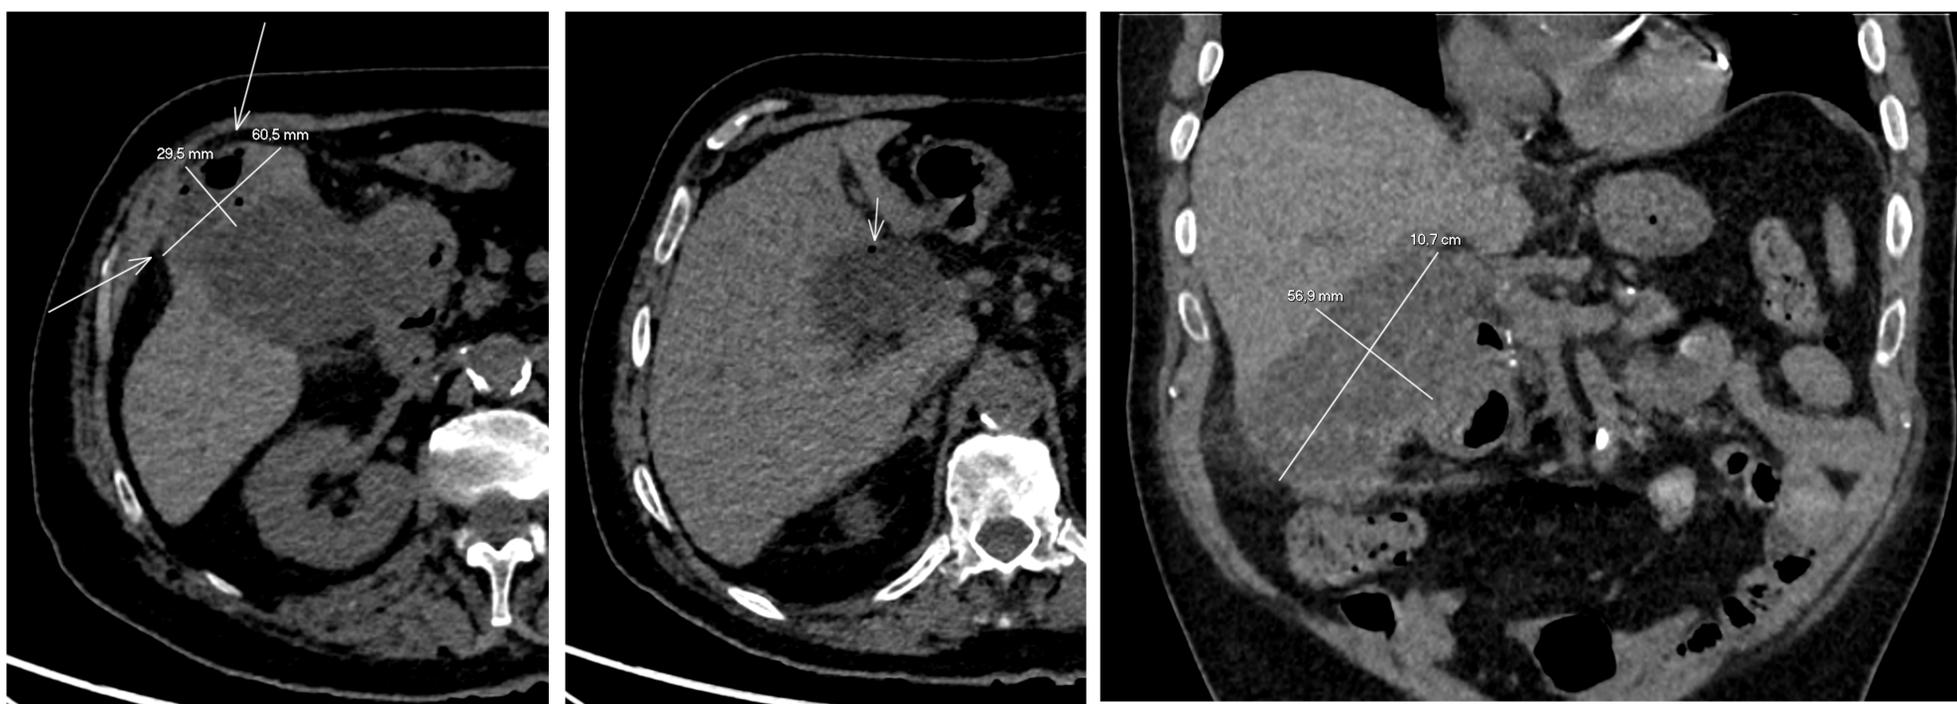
TC abdominal. Marcada distensión de la vesícula biliar de aproximadamente 10,7 x 5,7 cm, de paredes engrosadas y reticulación de la grasa perivesicular, visualizándose en fundus una pérdida de la continuidad de la pared vesicular con formación de una colección con burbujas de gas en su interior de aproximadamente 30 x 60 x 45 mm (AP x T x CC), asociando al menos dos burbujas de gas en el espesor de la pared vesicular, todo ello en relación con colecistitis aguda complicada con perforación contenida y formación de absceso; sin poder descartar la posibilidad de colecistitis enfisematosa.
